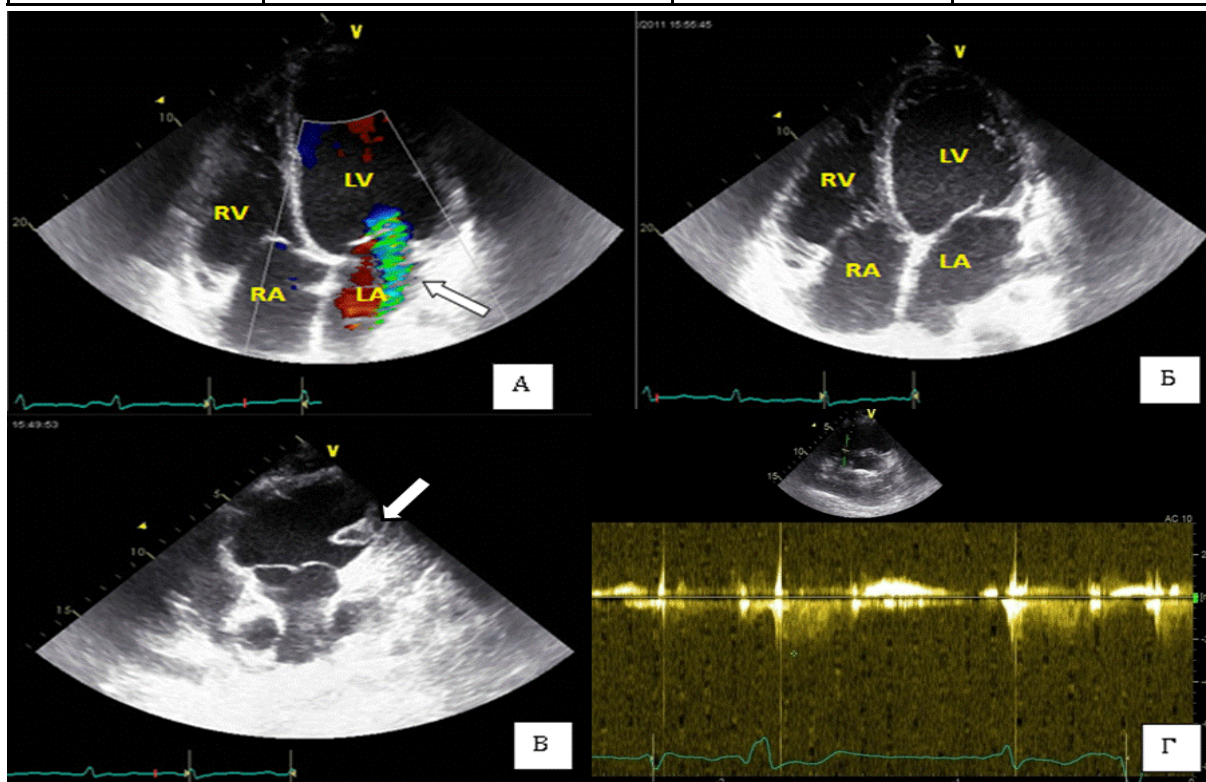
Эхокардиографические изменения при дилатационной кардиомиопатии. На рисунке представлены 4-камерная (А), (Б), и 2-камерная (В), (Г) позиция сердца, стрелкой указана регургитация на митральном клапане (А), флотирующий тромб в выходном тракте правого желудочка (В), дилатация правых и левых отделов сердца (Б), сигнал трикуспидального потока при использовании PW-доплера (Г). LA – левое предсердие, RA – правое предсердие, LV – левый желудочек, RV – правый желудочек
